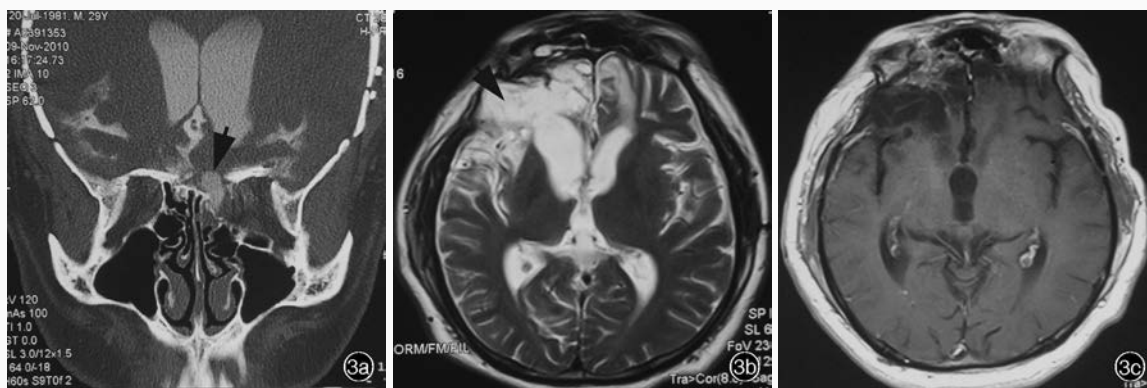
例2患者术前和术后影像学检查所见 3a 术前冠状位CT脑池造影显示右侧筛顶部骨质缺损较大,有对比剂存留(箭头所示) 3b 术后1周横断面T₂WI显示颅内感染灶(箭头所示),脑水肿明显 3c 术后2个月横断面增强T₁WI显示脑脓肿大部分吸收
